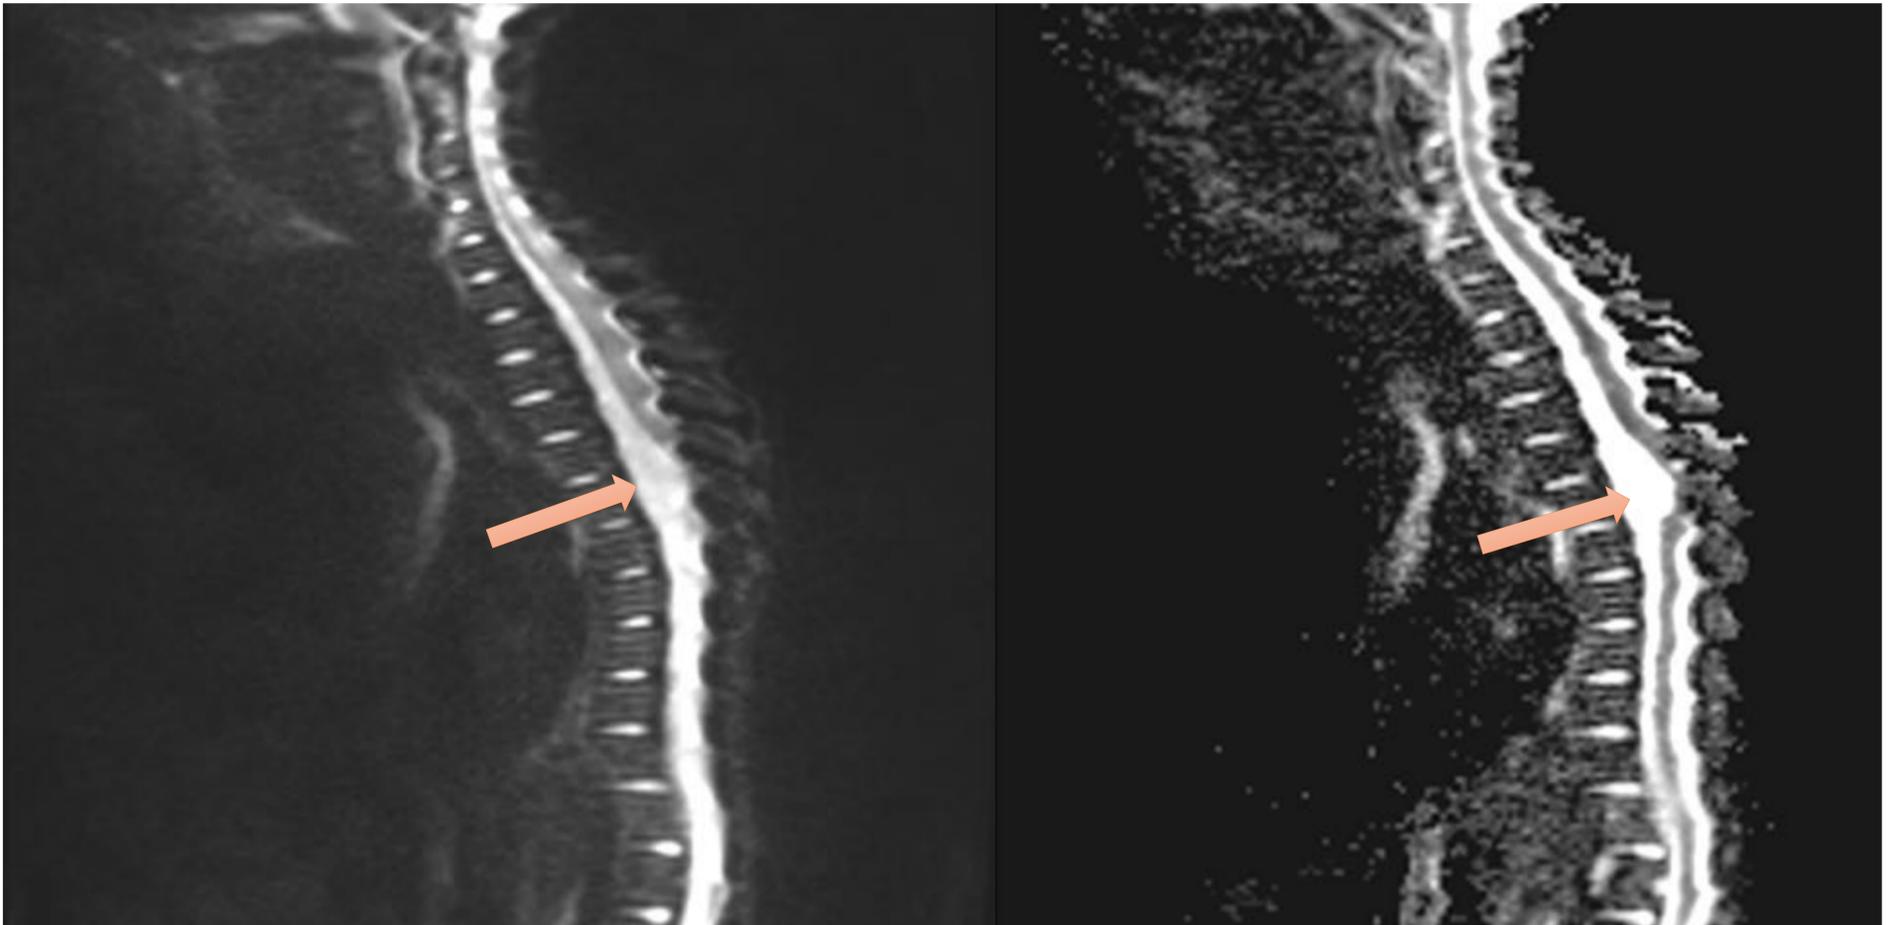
Imagen de RM. Secuencia de difusión y mapa ADC de médula dorsal en plano sagital. No se observan zonas de restricción a la difusión.
